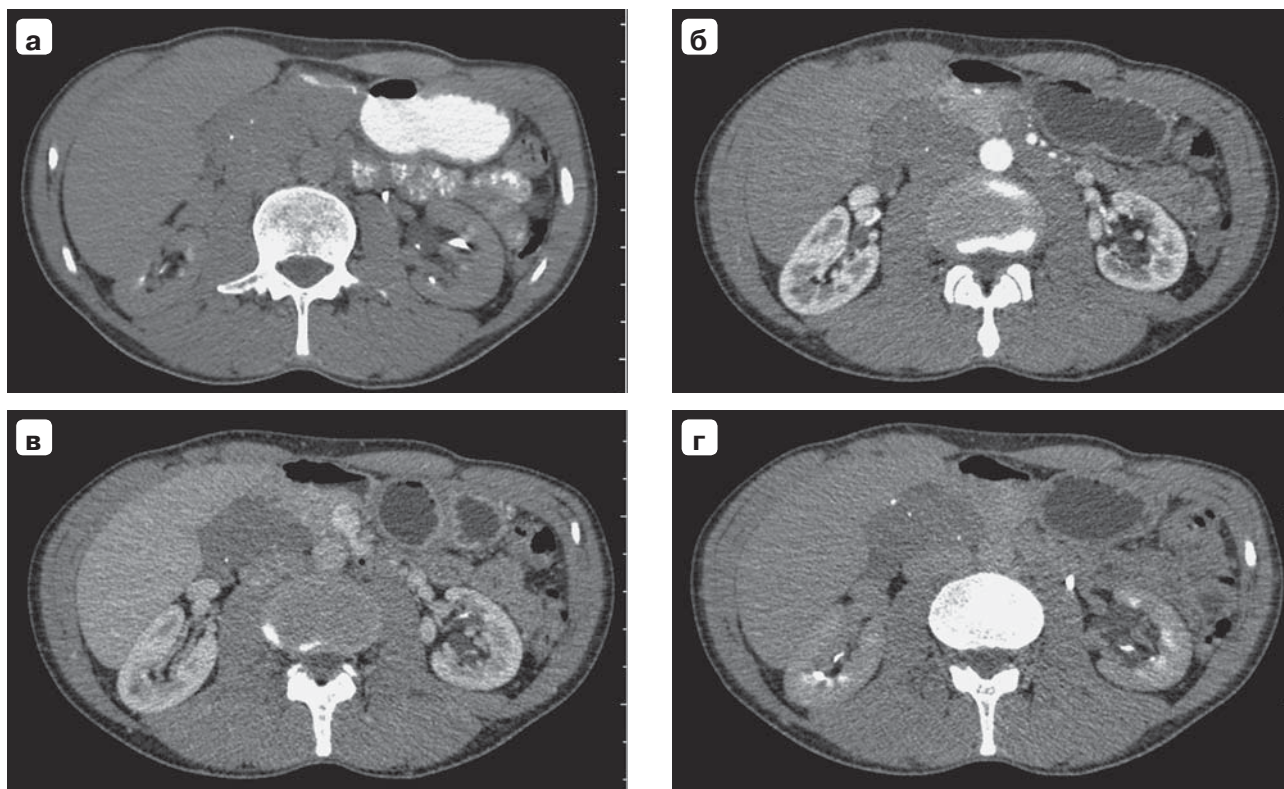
Компьютерная томограмма. Гемангиома поджелудочной железы: а — нативная фаза исследования; б — артериальная фаза; в — венозная фаза; г — отсроченная фаза.
